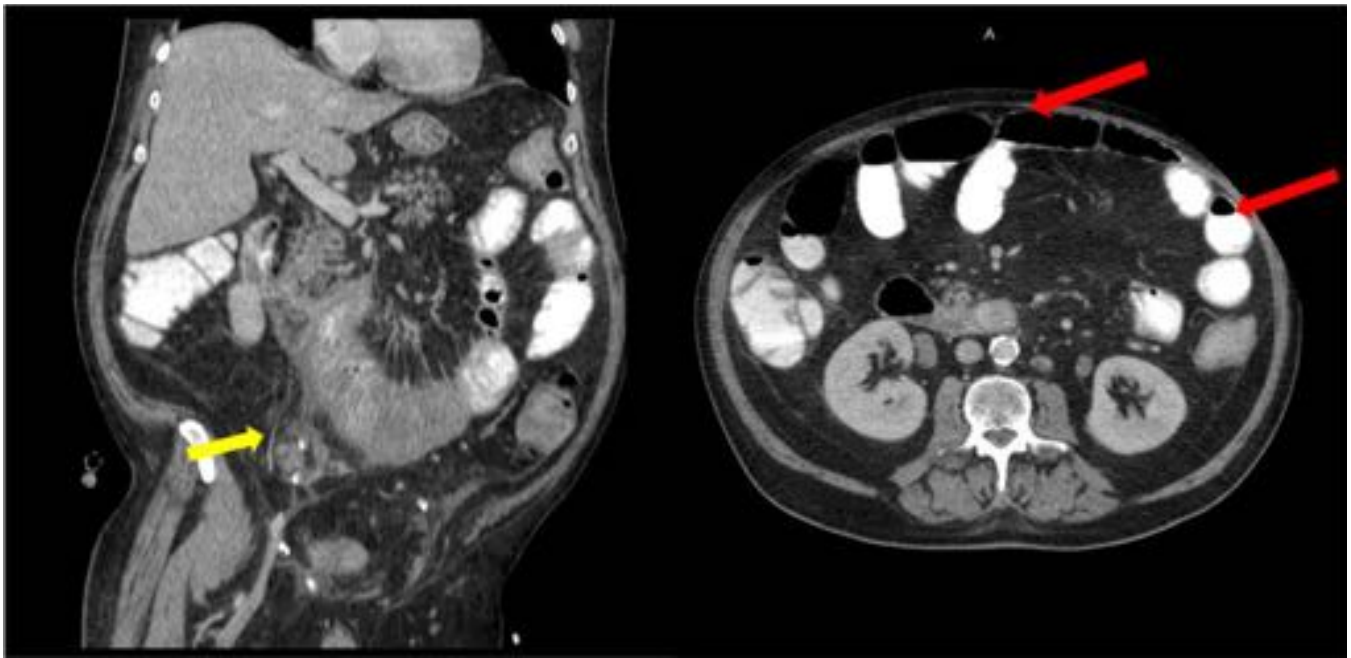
Varón de 70 años intervenido hace 9 días de cistoprostatectomía radical por neoplasia infiltrante de vejiga, con reconstrucción tipo Bricker. El TC muestra asas dilatadas de intestino delgado y colon (flechas rojas), sin observarse cambio de calibre. Se observa un segmento de yeyuno de paredes engrosadas (yeyunitis) adyacente a la anastomosis enteroenterica (flecha amarilla).
